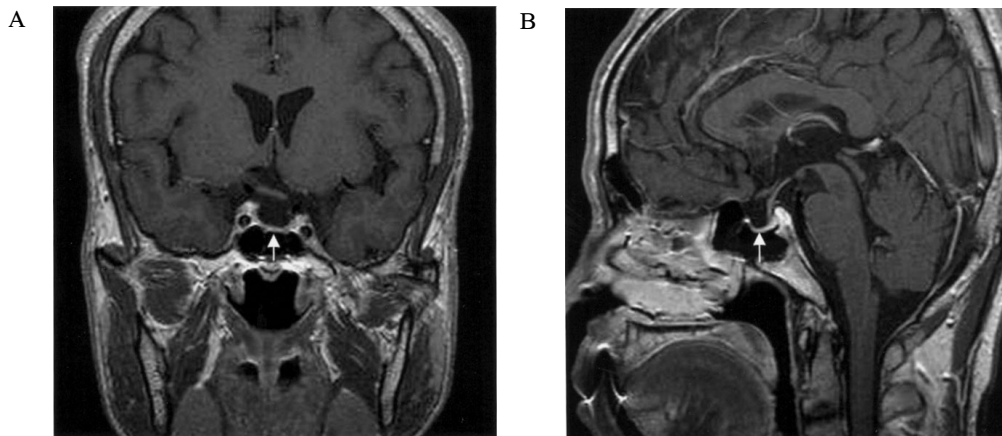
Sellar MRI showed empty sella (arrow).
